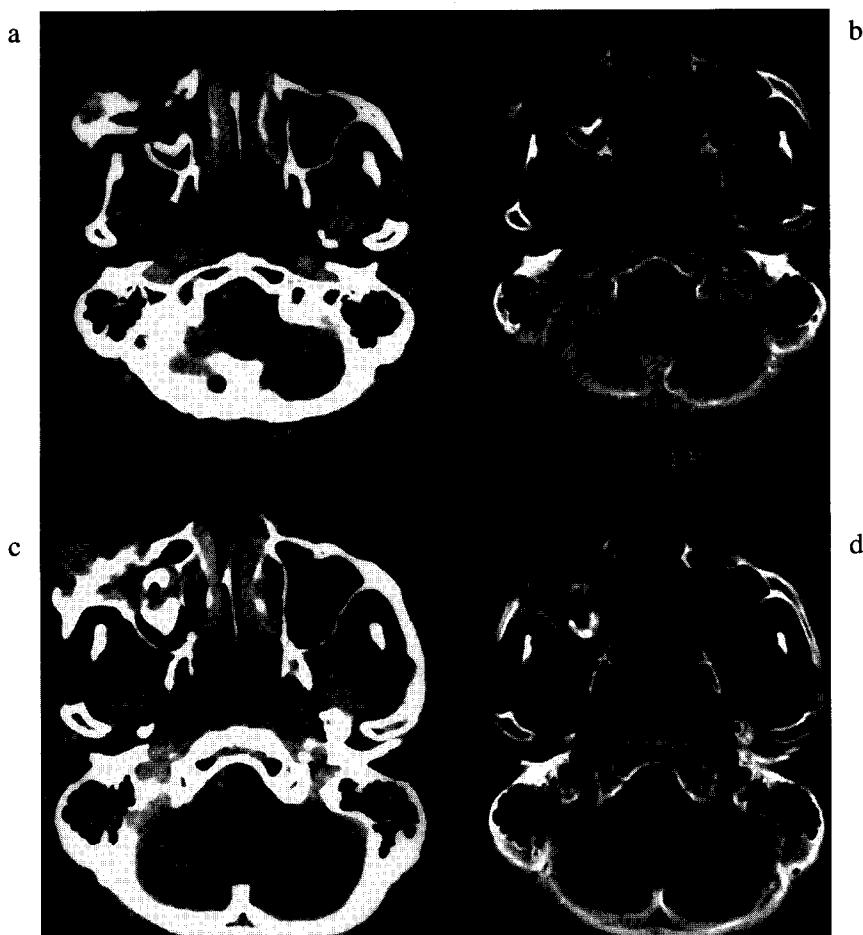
CT appearance of the patient at the time of recurrence.
